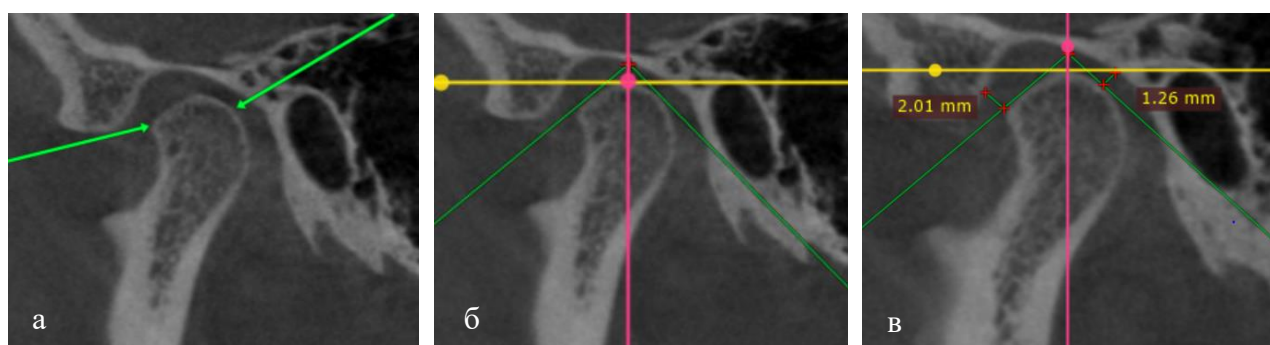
Конусно-променева КТ СНЩС, сагітальна площина зліва: зображення дотичних до найбільш випуклих точок на передній та задній поверхні суглобової голівки, за умови, що вершиною є точка проекції верхнього краю голівки на верхній край суглобової ямки (а), перпендикуляри від дотичних ліній в місцях найбільш випуклої частини голівок на стінки суглобової ямки (б), ширина передньої та задньої суглобових щілин (в).
